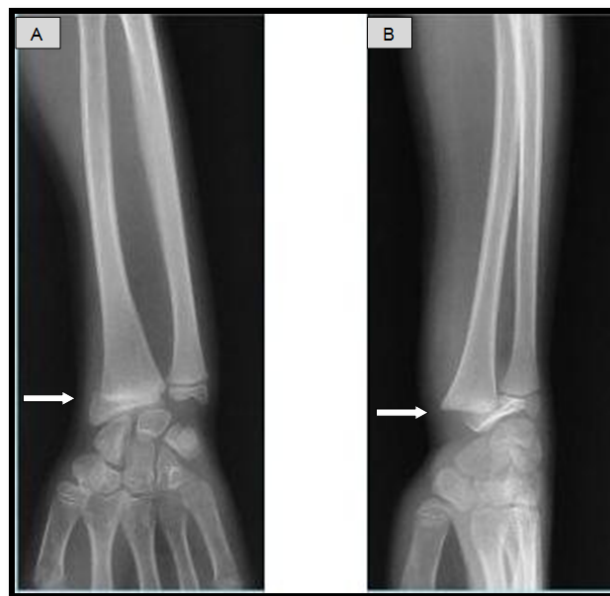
Radiographie de face (A) et de profil (B) du poignet droit chez un enfant de 12 ans objectivant une fracture décollement épiphysaire distale du radius, type I de Salter et Harris, déplacée.
